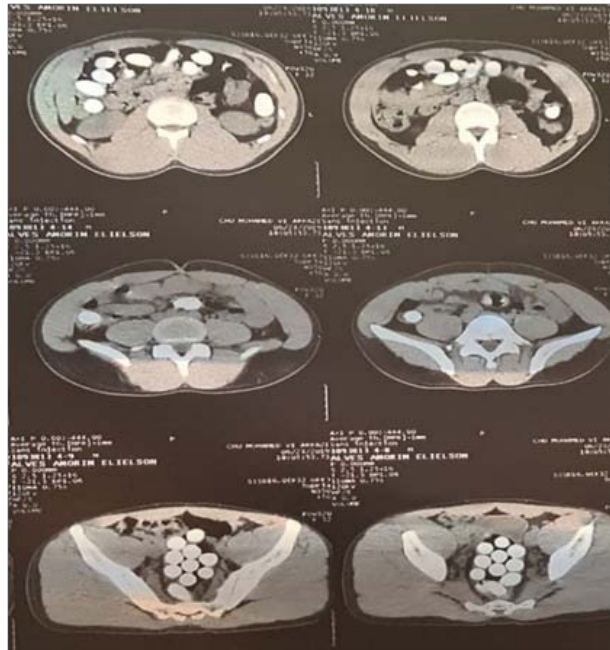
TDM en coupe axiale objectivant multiples CE arrondies hyperdenses réparties sur le colon sigmoïde et l'ampoule rectale.
